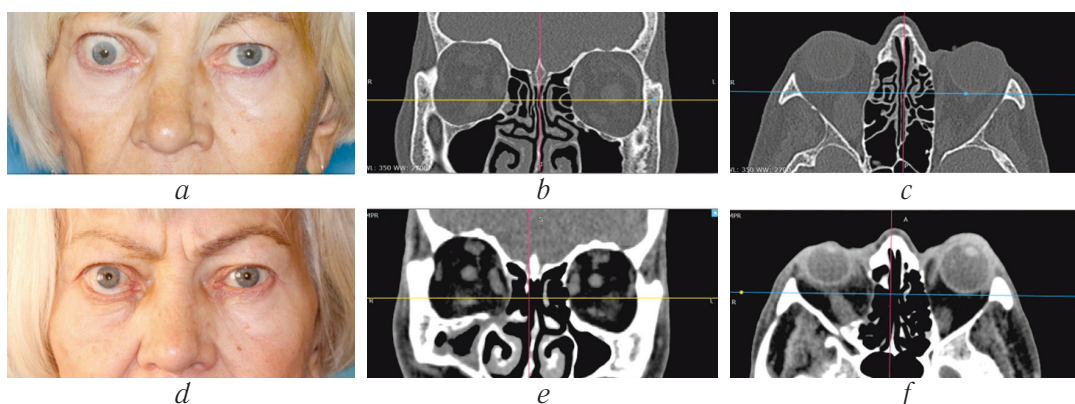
Внешний вид (a) пациентки и компьютерная томография до операции: b — фронтальная проекция, c — аксиальная проекция; и через 6 месяцев после правосторонней эндоскопической эндоназальной декомпрессии орбиты: d — внешний вид; e — фронтальная проекция, f — аксиальная проекция
